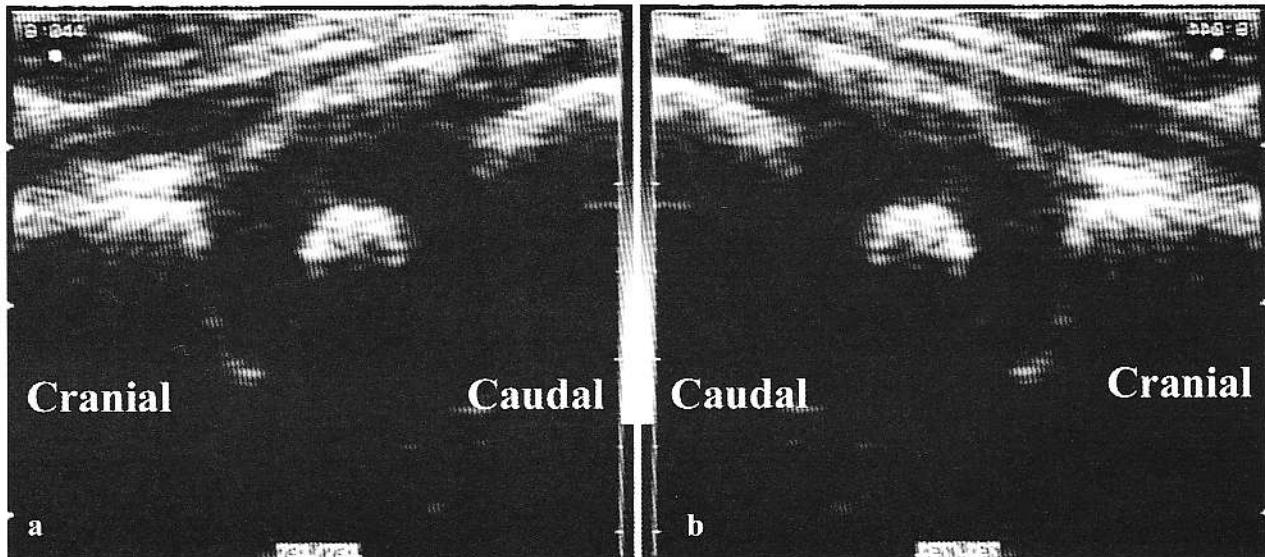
Orientarea imaginii ecografice a șoldului. a) orientarea ecografică "standard" pentru orice aplicație, cu extremitatea cranială spre stânga imaginii; b) orientarea standard pentru aplicația la nivelul șoldului, cu extremitatea cranială spre dreapta imaginii. Explicație în text.
